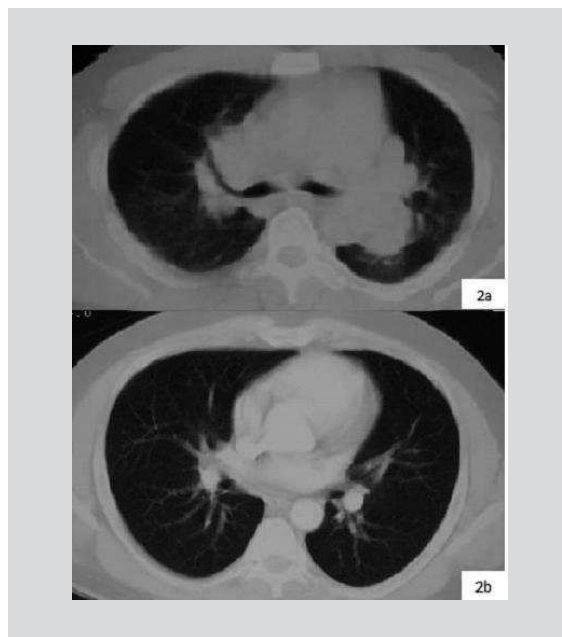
TAC de tórax y abdomen superior.
